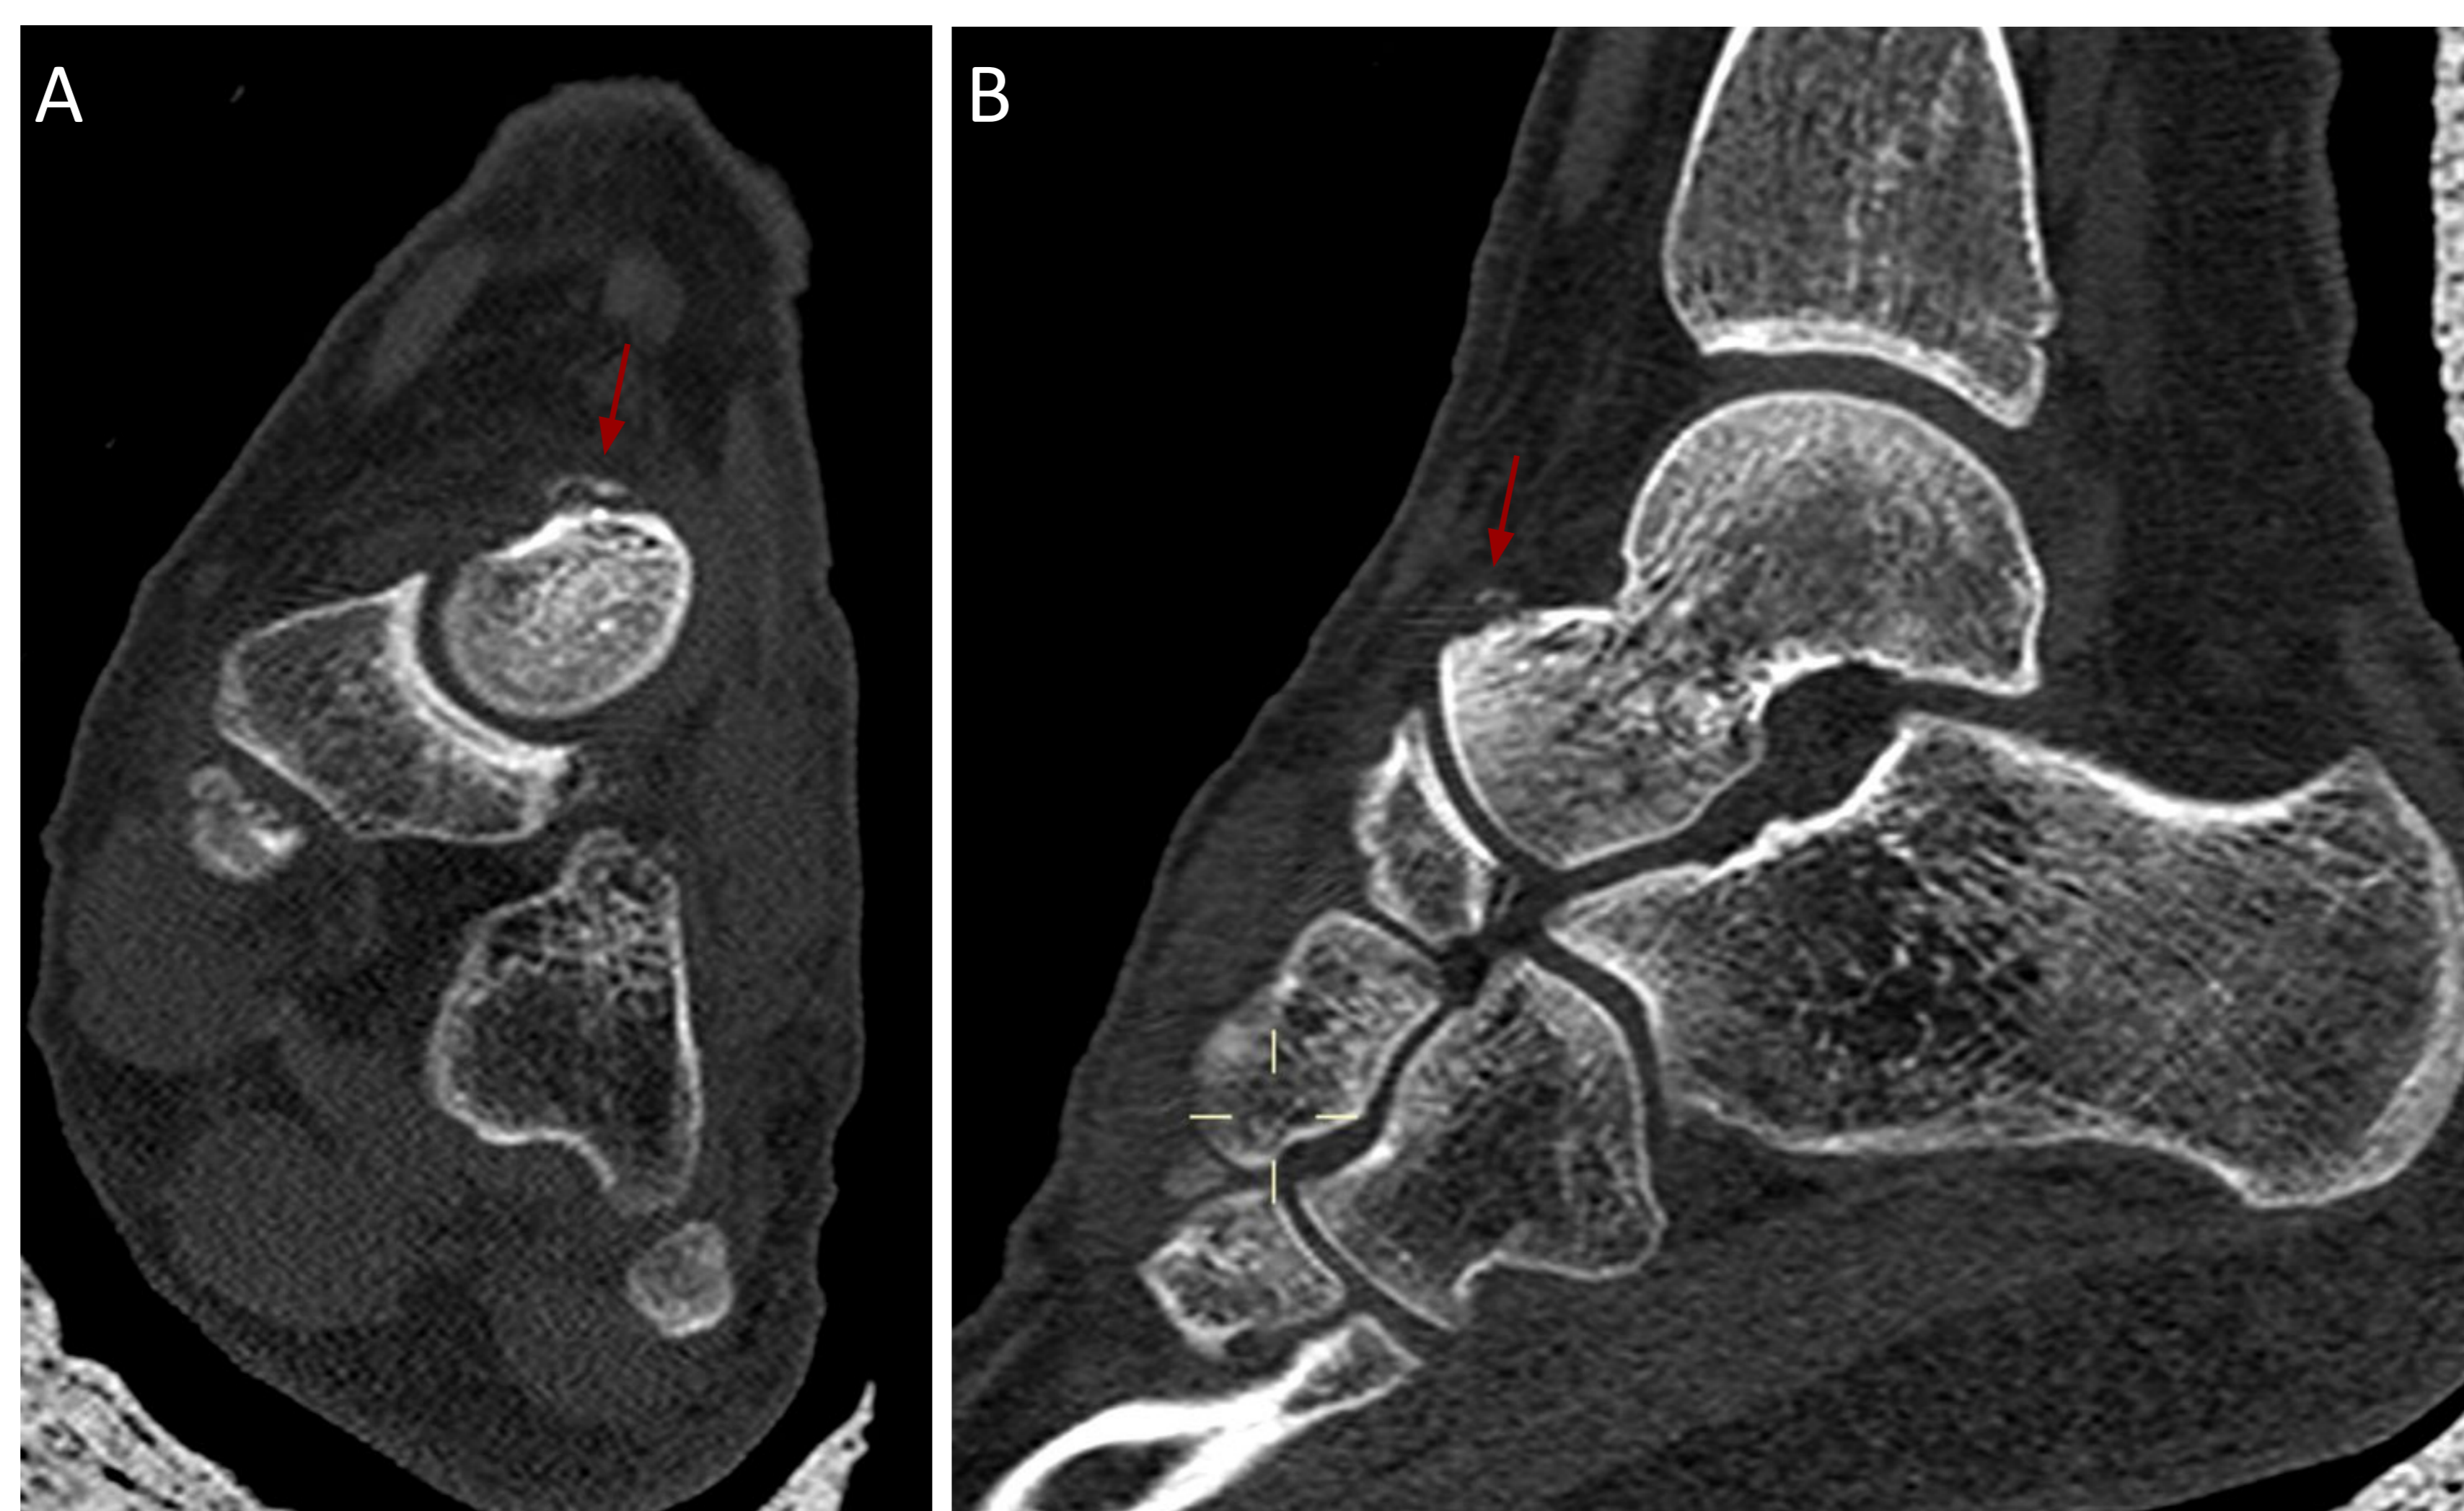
Imágenes de TC en plano sagital (A y B) y axial (C), y reconstrucción 3D (D). Avulsión cortical del margen dorsal y lateral de la transición cabeza-cuello del astrágalo
